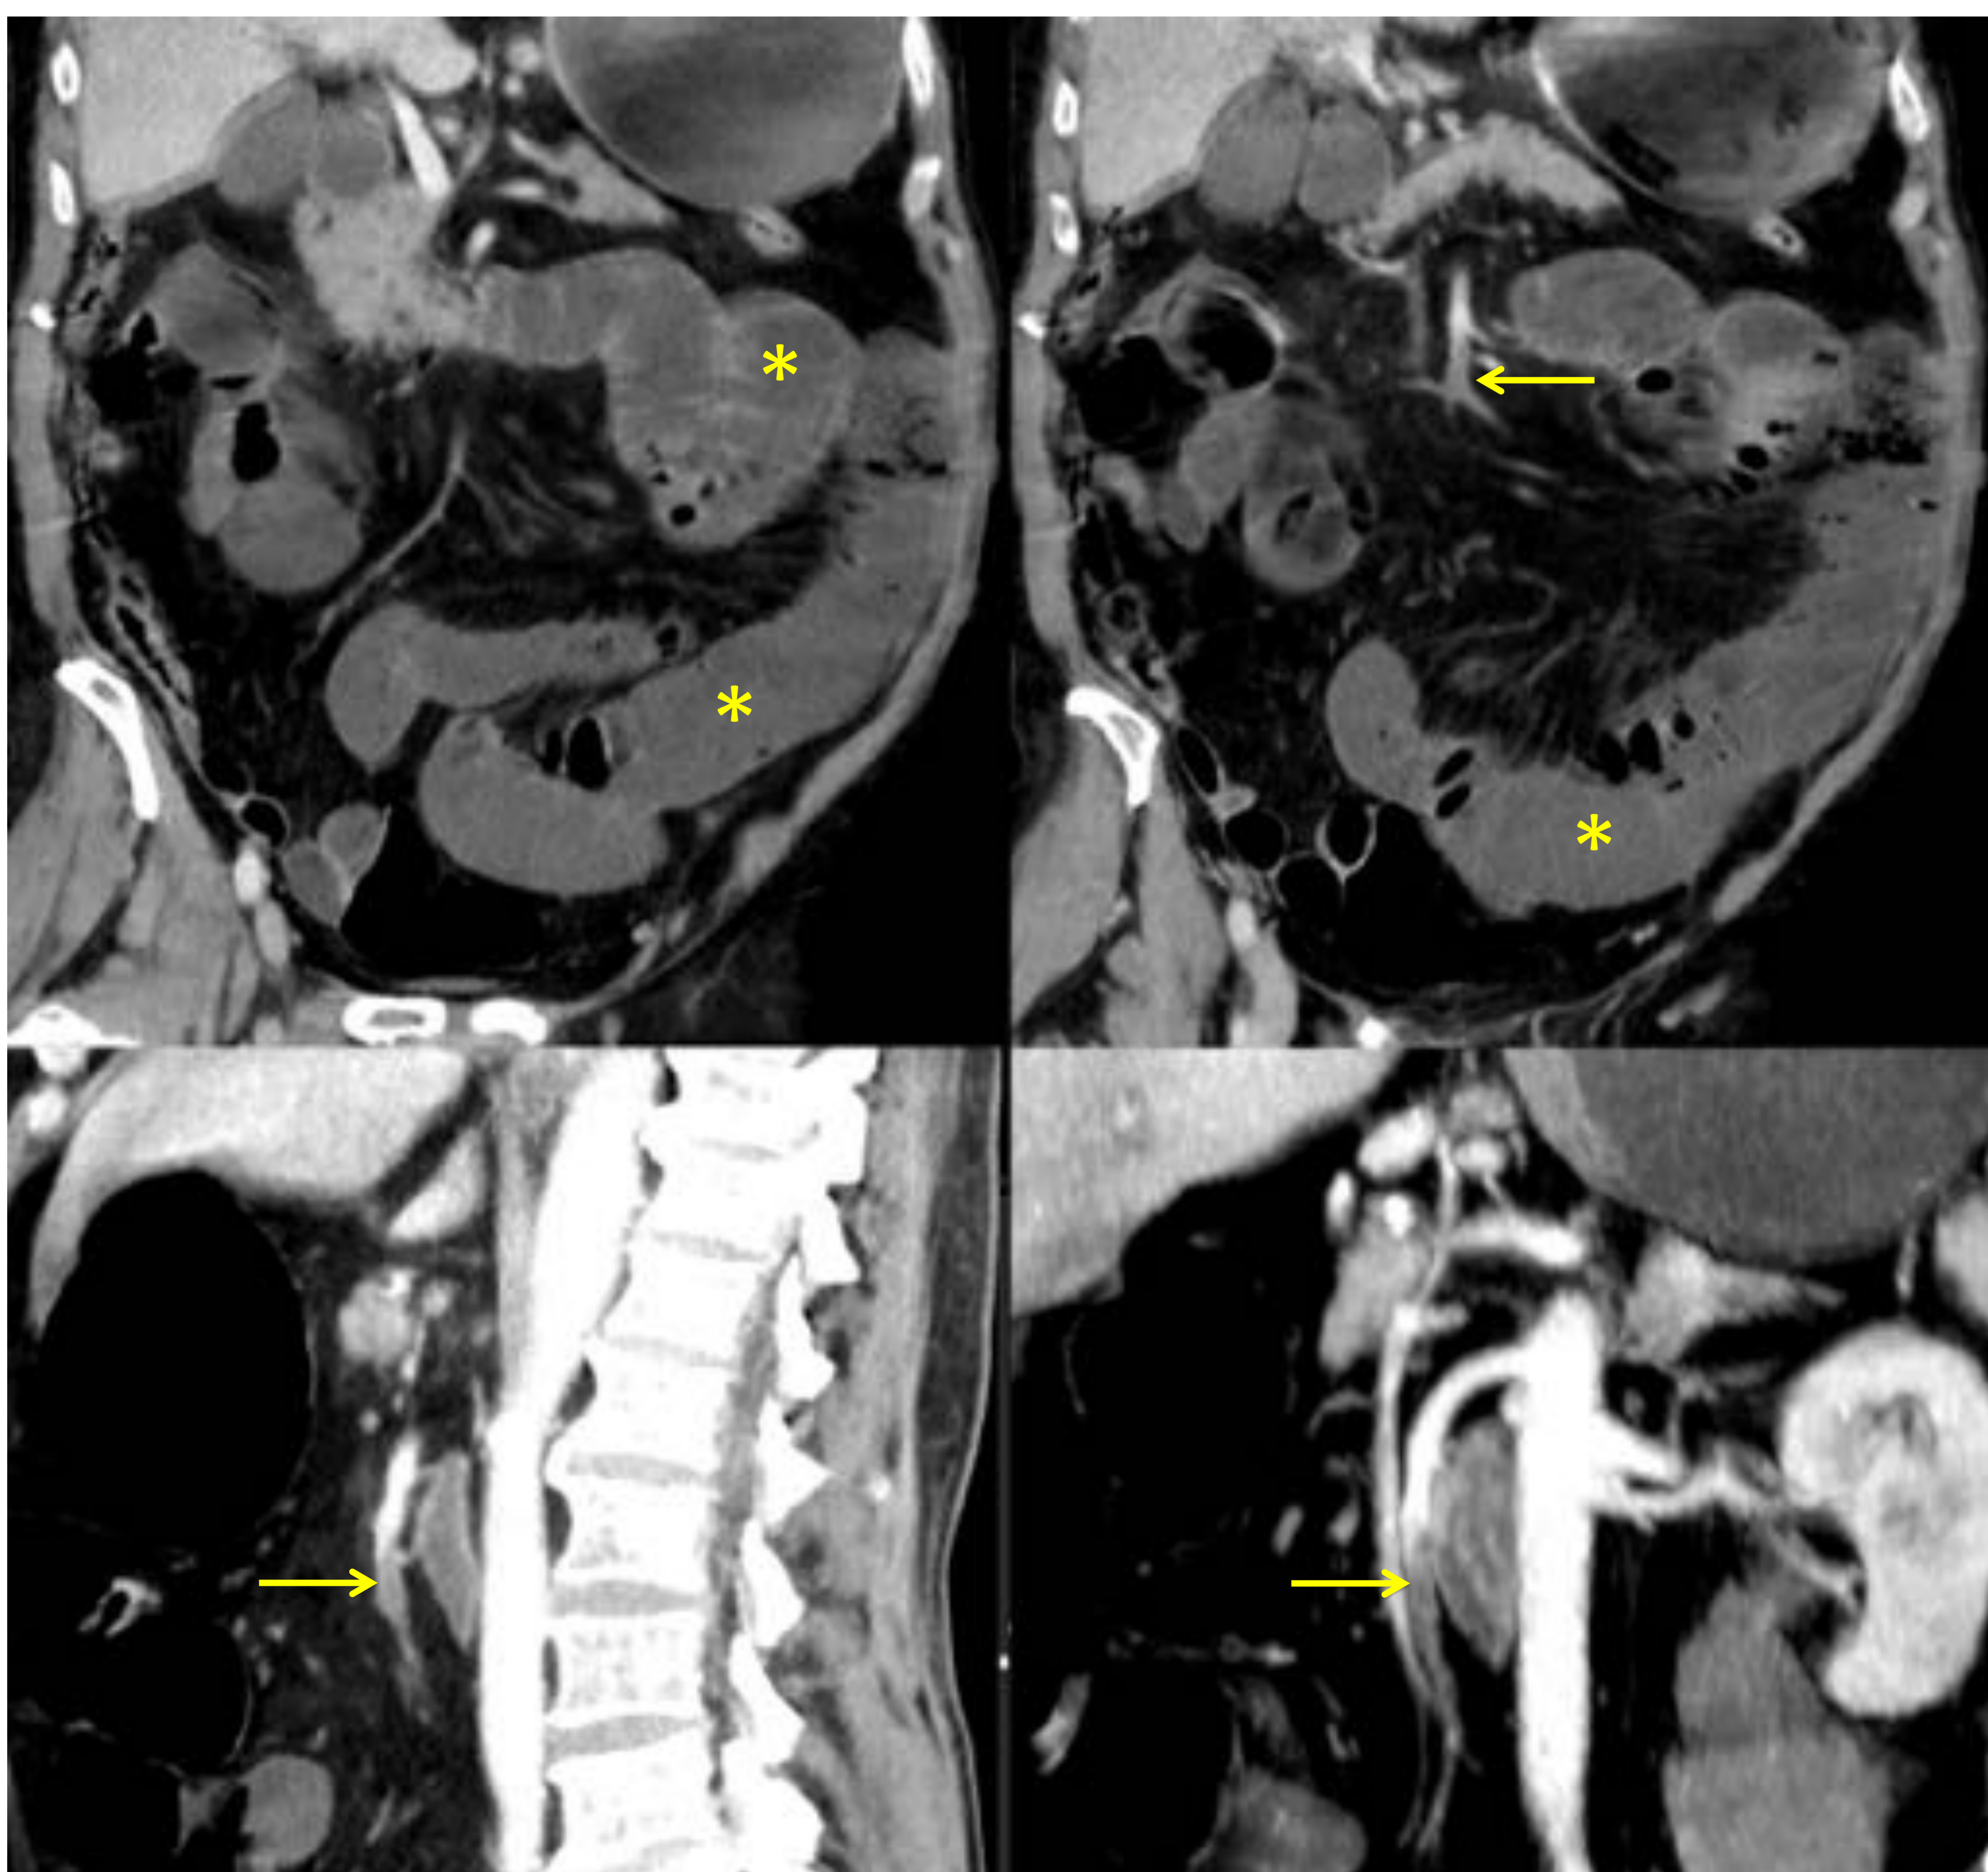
IMA embólica en fase oclusiva. TC abdominal con CIV en fase venosa. Defecto de repleción intrarterial en la AMS (flechas). Distensión de asas de yeyuno e íleon con líquido (asteriscos) y pared delgada e hipovascular (patrón gris). Aunque en este caso no se realizó angio-TC por falta de sospecha previa, la TC en fase venosa permite muchas veces el diagnóstico. <<<
